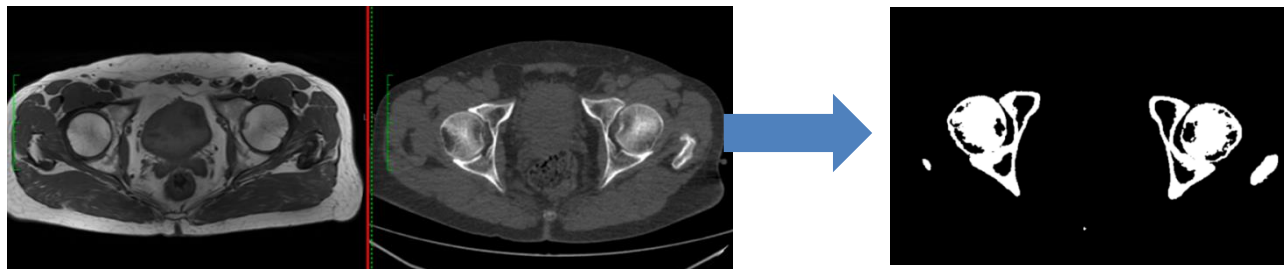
Корегистрация (совмещение) изображений МРТ и КТ с получением масок
